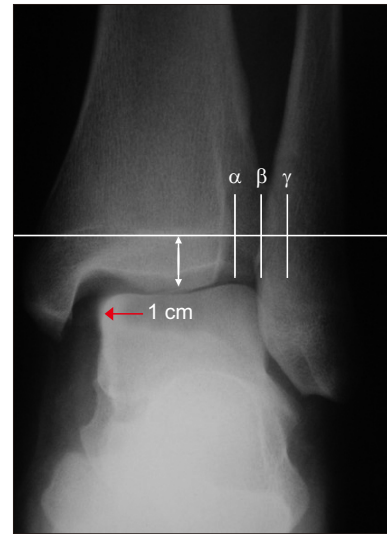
Anterior posterior radiograph of the ankle joint demonstrating important landmarks checked above 1 cm of distal tibial articular line. α to β distance is a tibio-fibular clear space, β to γ distance is a tibio-fibular overlap, and red arrow indicates medial clear space. α : lateral border of posterior tibial malleolus, β : medial border of fibula, γ : lateral border of anterior tibial tubercle.
